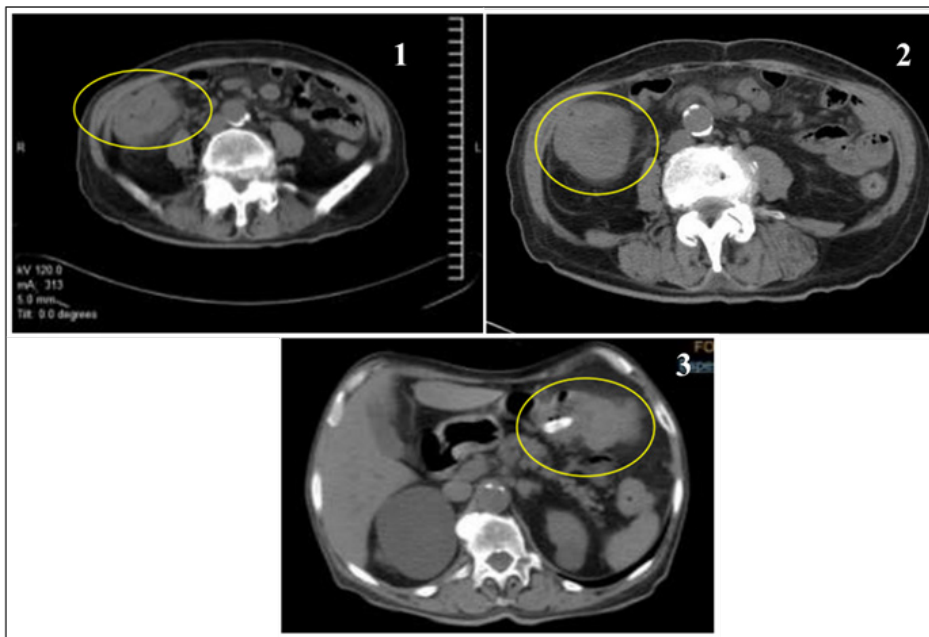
TAC abdomen. 1. Cortes axiales realizados a 5mm donde se visualizan imágenes hipodensas, irregulares, localizada en colon ascendente. 2. Ángulo hepático. 3. colon descendente. Presencia de adenopatías perilesionales.
